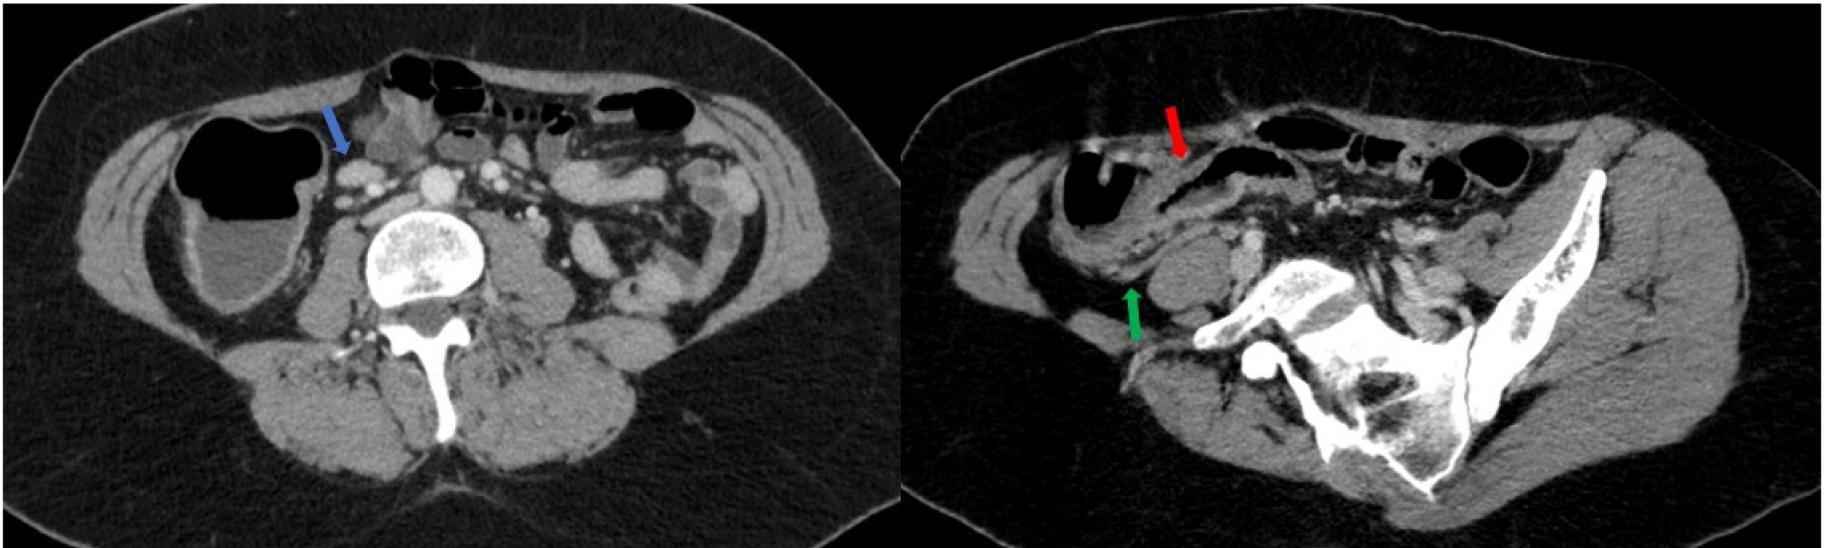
Adenitis mesentérica en mujer de 42 años con dolor intenso en FID de 2 días de evolución, sin otra clínica asociada y con antecedente de infección reciente de vías respiratorias superiores. En TC varias pequeñas adenopatías ileocólicas mayores de 5mm de eje corto (flecha azul) con apéndice normal (flecha verde). Leve engrosamiento mural de ileon terminal asociado (flecha roja).
